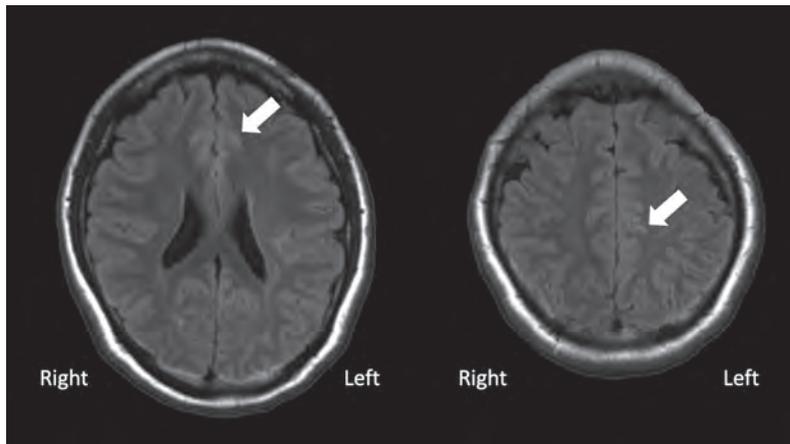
脳MRI検査(造影FLAIR画像). 前頭頭頂葉内側や左後頭葉皮質・脳溝頭頂葉に淡い高信号(矢印).
